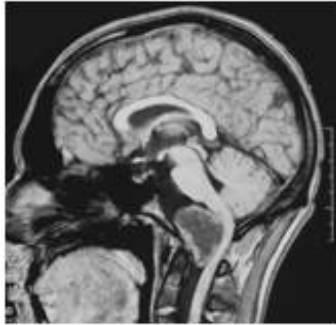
IRM en coupe sagittale, sans produit de contraste : tumeur du bord antérieur du trou occipital
